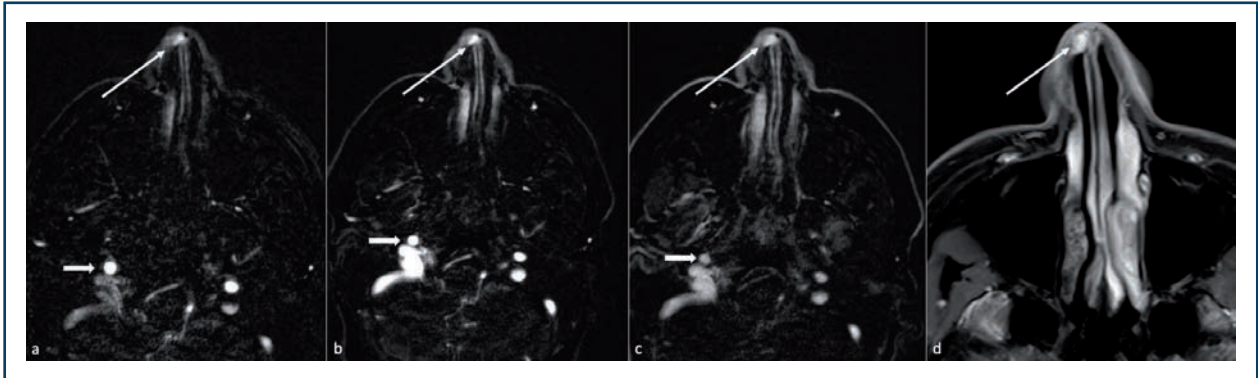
Métastase du vestibule nasal droit d'un carcinome rénal, en séquences d'angio-IRM dynamique (a,b,c) et axiale T1 après injection et saturation du signal de la graisse (d). Notez que la lésion (flèche) se rehausse intensément dès l'opacification de l'artère carotide interne (flèche épaisse) et reste hypervascularisée sur les séquences plus tardives.
